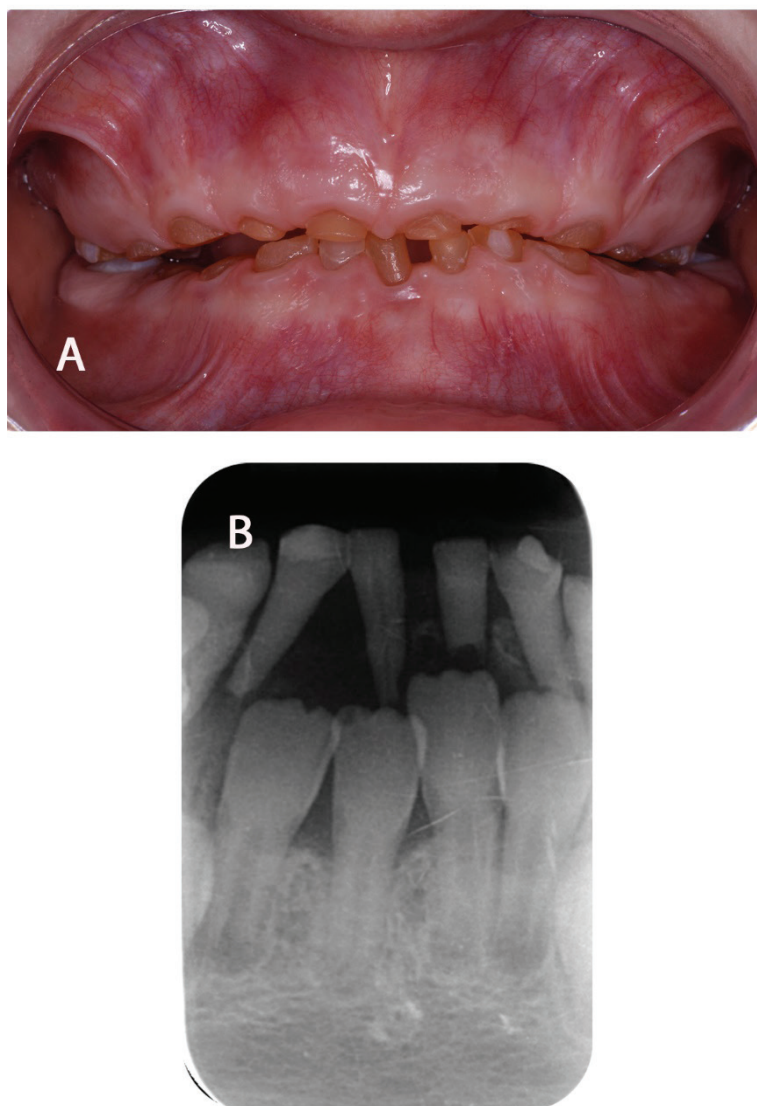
Fotografias Iniciais – A) Visão Frontal Intraoral; B) Radiografia periapical dos incisivos inferiores decíduos dos lados direito e esquerdo.
